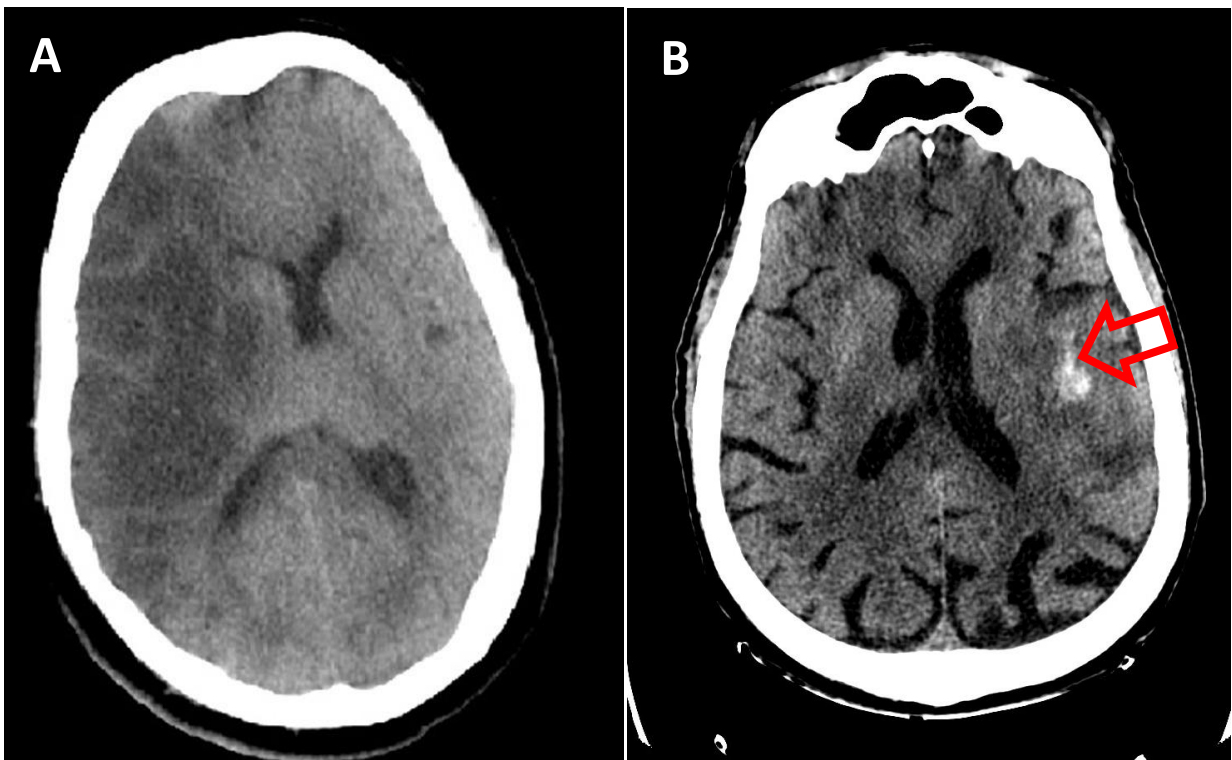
A) TC de paciente con infarto extenso y ECM en hemisferio derecho. B) Paciente con hemorragia petequial confluyente (flecha roja).
